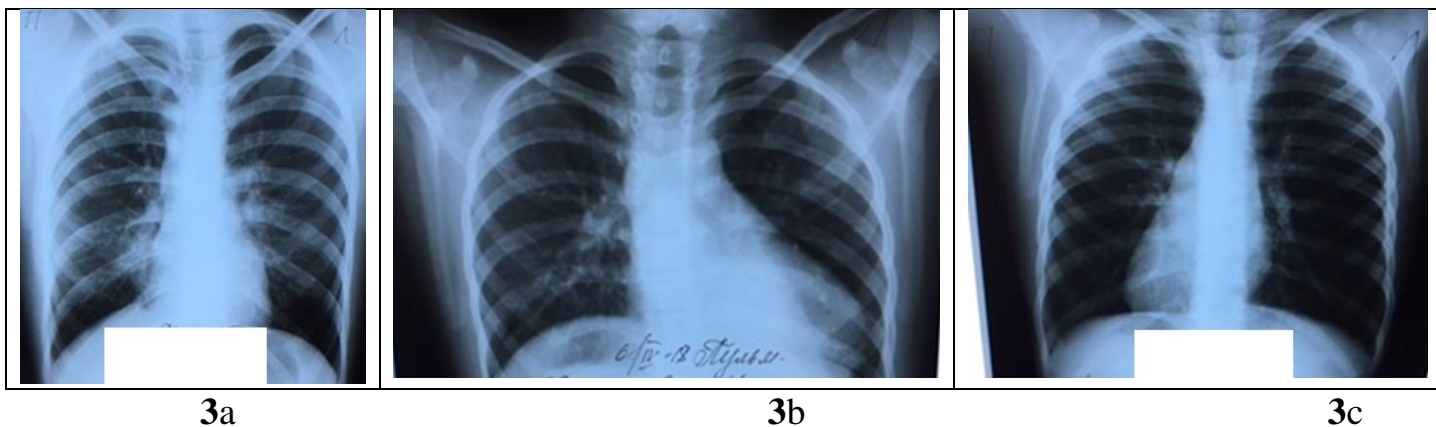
Рентгенограммы органов грудной клетки при ПЦД:
